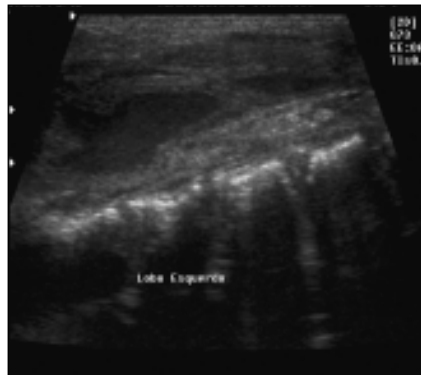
Ultra-sonografia de controle, corte longitudinal do lobo esquerdo.
